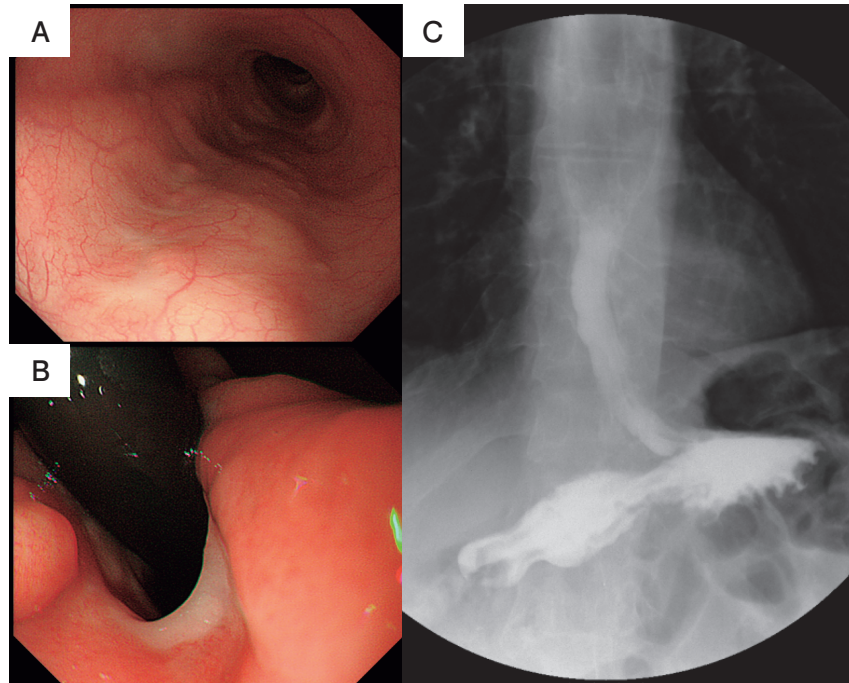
退院6ヵ月後の上部消化管内視鏡検査画像および食道X線造影検査画像
